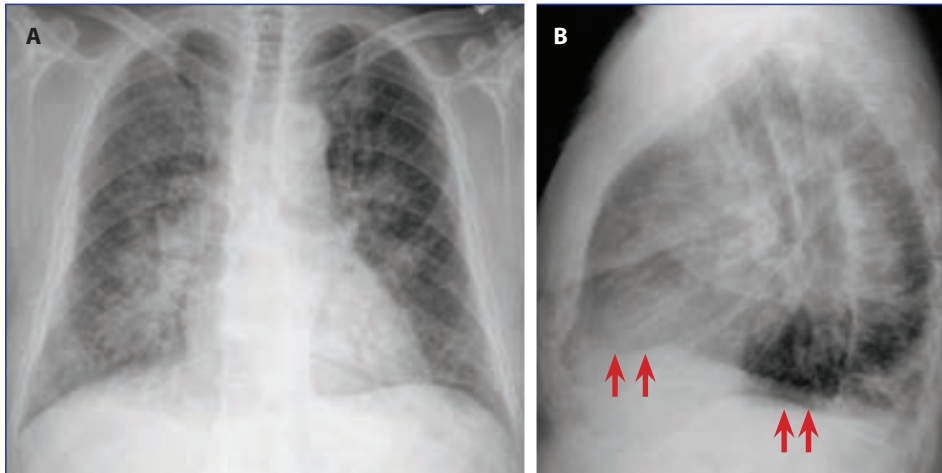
37: Konjestif KY'de alveolar ödem: PA ve (A) lateral (B) göğüs radyografisi alveolar ödeme bağlı puslanmış her iki hilus ile bilateral konsolidasyon ve bilateral plevral effüzyon göstermekte (oklar).
